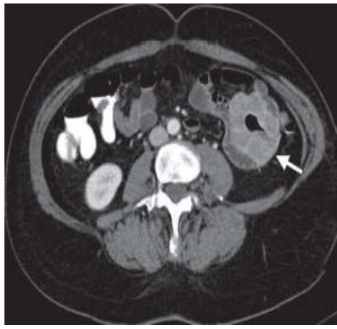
TC axial con contraste. A) Imagen de tiro al blanco en el yeyuno distal, con grasa y vasos mesentéricos en su interior (flecha recta), así como dilatación del asa yeyunal adyacente (estrella). B) Masa polipoidea (flecha gruesa), hipodensa, intramural, endofítica, con realce periférico postcontraste y oclusión importante del lumen intestinal, la cual está adyacente a una zona de invaginación (flecha curva), sirviéndole de anclaje. D, E, F y G. Reconstrucciones multiplanares coronales y sagitales. Confirma la masa antes descrita (flecha gruesa), la dilatación del yeyuno (estrella) y la intususcepción (flecha curva). En F se aprecia mejor un segmento intestinal protruyendo con grasa mesentérica y vasos acompañantes (intususceptum) en el segmento adyacente (intususciens).
